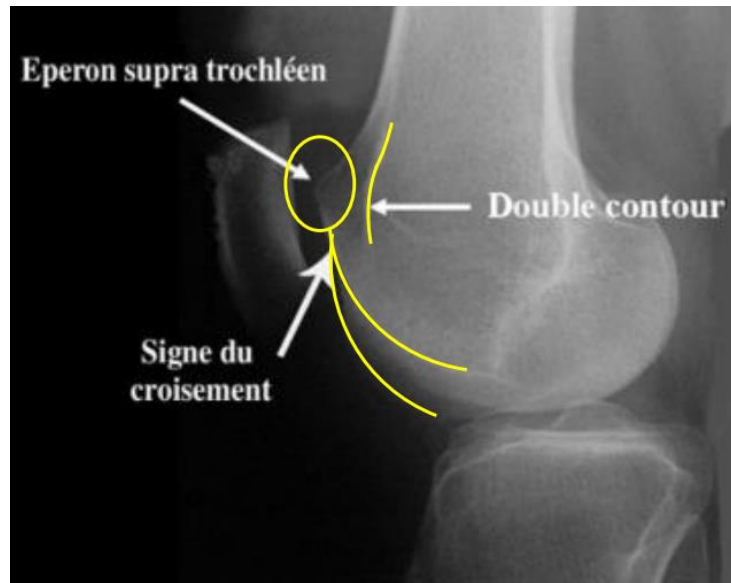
résumé des différents signes de dysplasie trochléenne en radiographie de profil (10)
